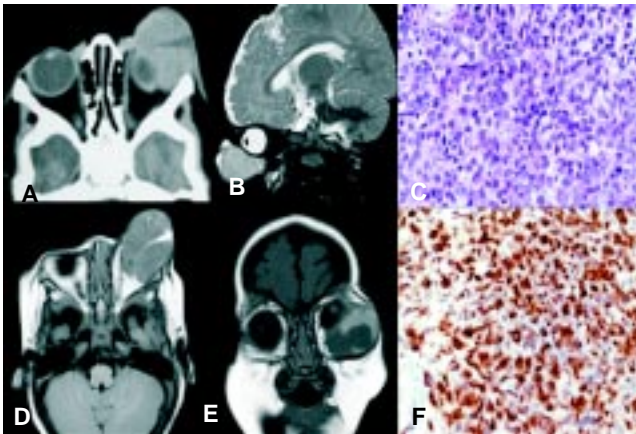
A) Corte axial de Tomografía Computarizada simple de órbitas con lesión orbitaria izquierda, bien definida, hiperdensa, con centro hipodenso que moldea al globo ocular ipsilateral. B) Corte sagital ponderado en T2 de Resonancia Magnética con lesión infraorbitaria heterointensa que desplaza en sentido craneal el globo ocular. C) Tumor de células pequeñas con escaso citoplasma y núcleos redondos (Tinción de HE 400X). D) Corte axial de resonancia magnética de cráneo donde se observa lesión orbitaria izquierda que desplaza en sentido medial al nervio óptico, heterointensa con centro hiperintenso que sugiere necrosis. E) Reconstrucción coronal de dicha lesión que desplaza al globo ocular en sentido craneal. F) Las células neoplásicas expresan CD99 en el citoplasma (Reacción de inmunohistoquímica 400 x).
